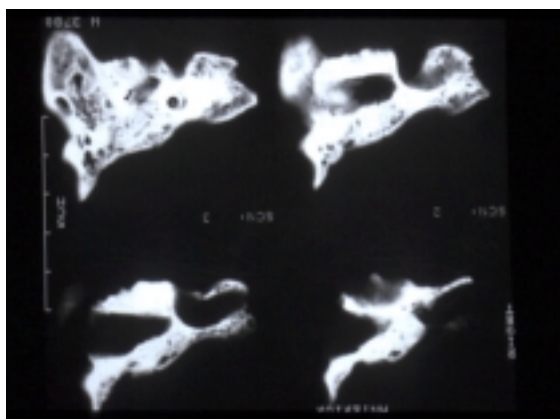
TAC. El conducto auditivo externo no llega a comunicarse con el oído medio. Agenesia de oído medio. Esclerosis de la apófisis mastoidea.
